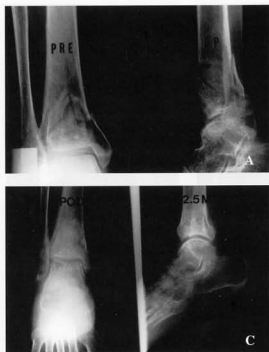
(A) Preoperative AP and lateral radiographs of 60-year-old female with a comminuted distal tibia fracture.
